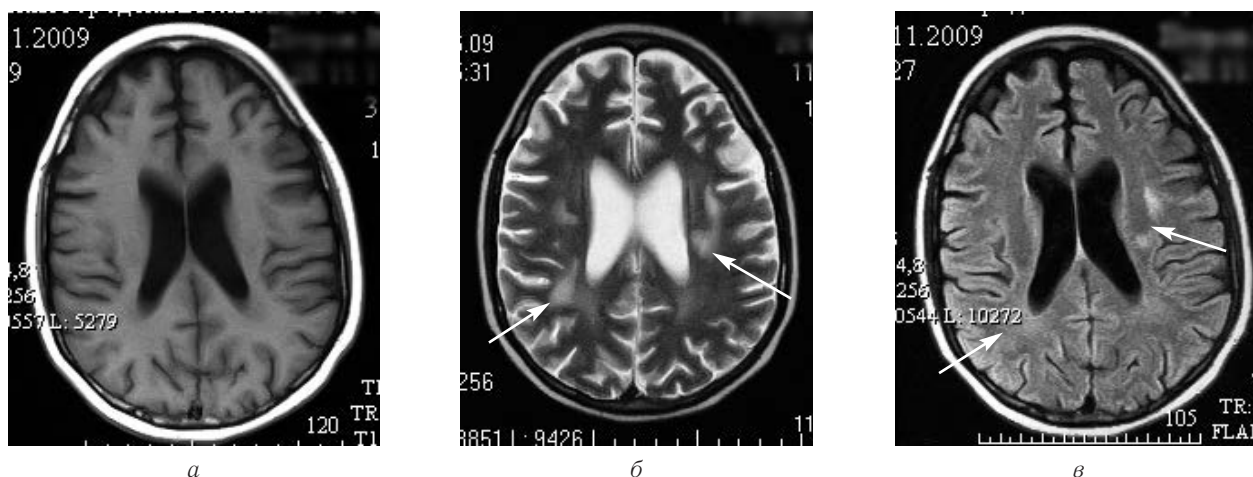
Пациент П. В., 14 лет. Прогрессирующая мультифокальная энцефалопатия МРТ: а — Т1-ВИ; б — Т2-ВИ; в — FLAIR. Очаговые изменения в проекции белого вещества показаны стрелками.
